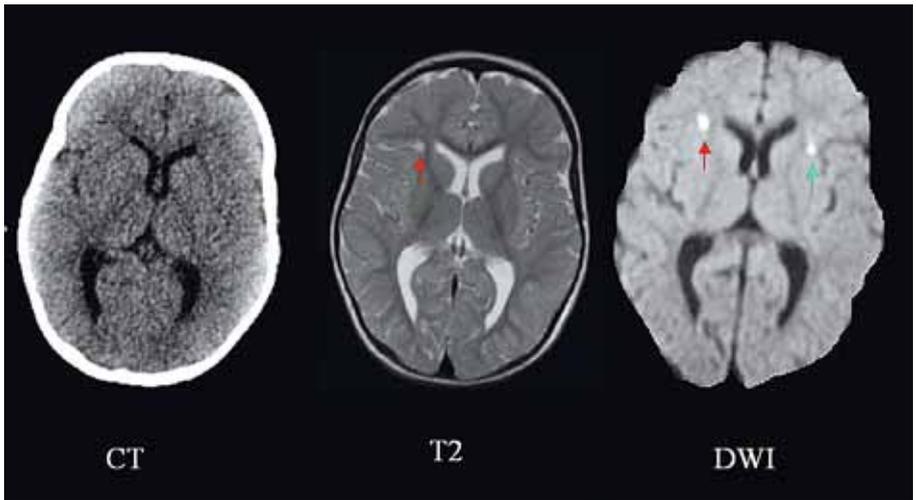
Zustand nach leichter traumatischer Hirnverletzung: CT-Aufnahme ist unauffällig, das T2-gewichtete Bild zeigt eine Läsion (roter Pfeil), die diffusionsgewichtete Bildgebung zeigt eine zusätzliche Läsion links (blauer Pfeil).
